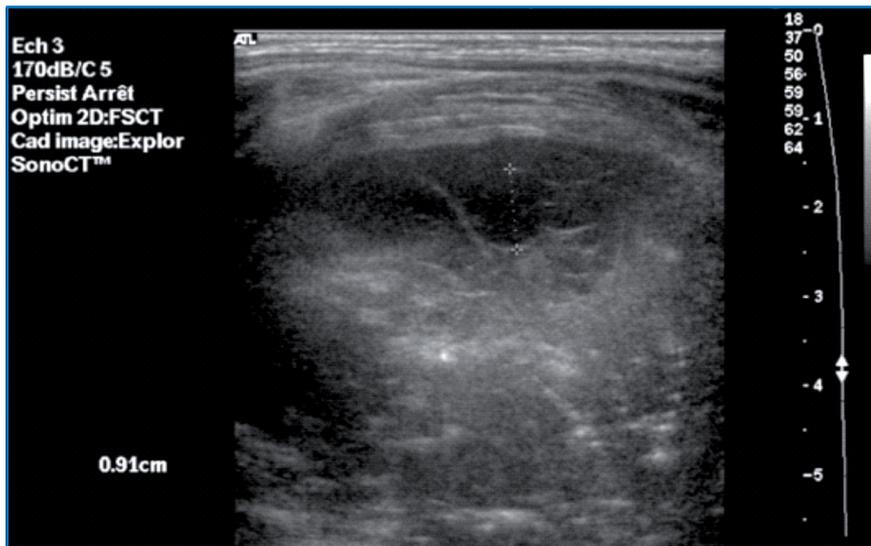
Echographie pleurale permettant la mesure de l'épanchement, sa localisation et un repérage échographique.
